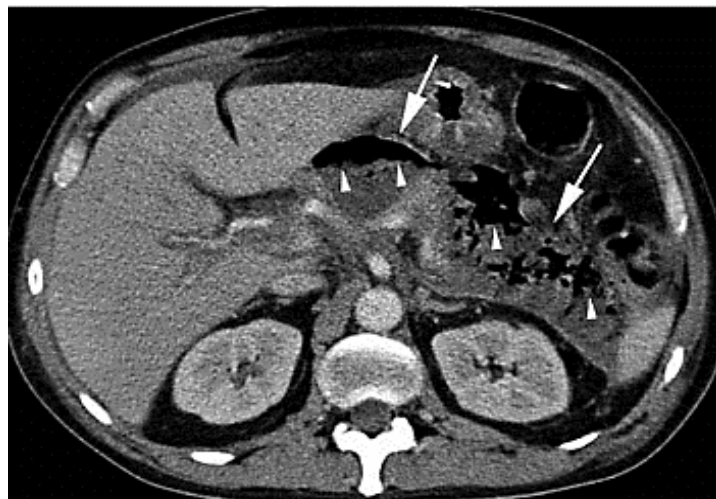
Coupe de TDM objectivant des bulles de gaz (têtes des flèches) à l'intérieur des CAN (flèches) (1)
